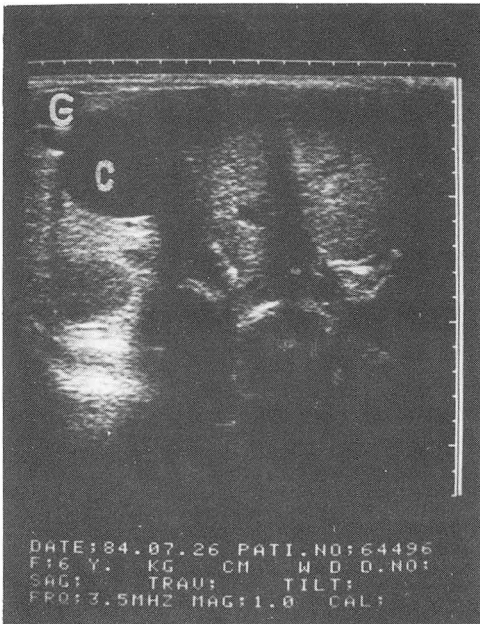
Choledochal cyst; Ultrasound study. Note the choledochal cyst (C). A small gallbladder (G) is visualized above it.
